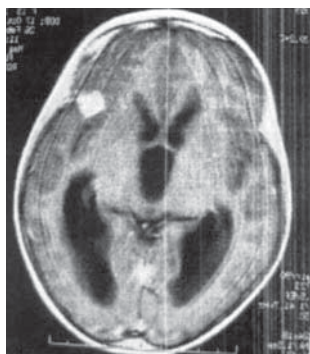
КТ головного мозга: вентрикуломегалия, паразитарный очаг в правой лобной доле.
